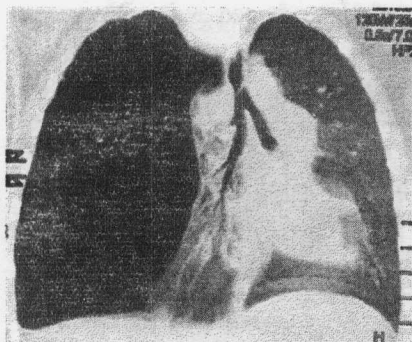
Tomografie computerizată spiralată (incidență frontală).
